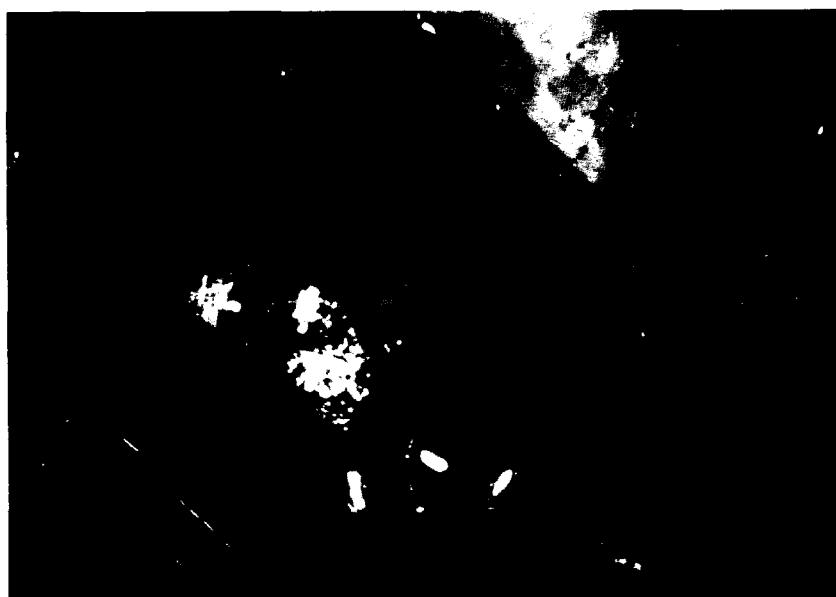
Operative finding of the tumor : brain CT-Guided stereotactic craniotomy and removal of the tumor was performed. The margin of the tumor was marked by several pieces of cottonoids. The tumor was not attached to the dura and showed a dark-brown colored margin of the tumor in the lateral portion like a meningioma, but medial portion of the tumor was difficult to define grossly, grossly. But the tumor was gross totally removed.
